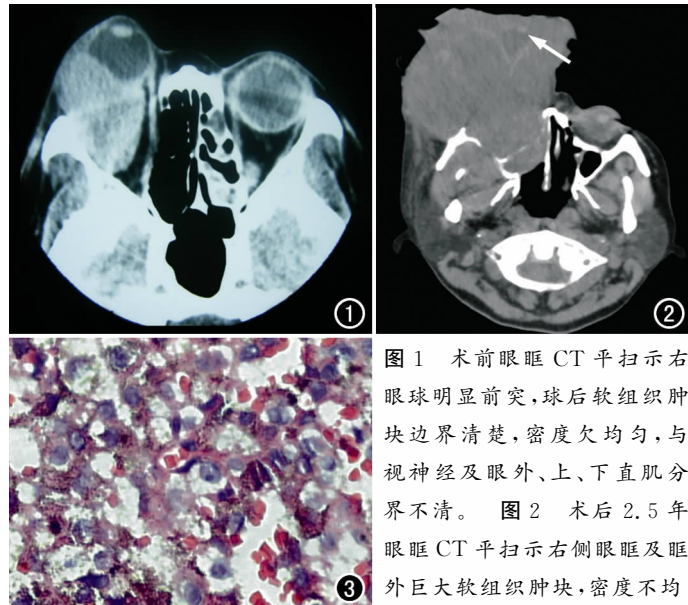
术前眼眶 CT 平扫示右眼球明显前突, 球后软组织肿块边界清楚, 密度欠均匀, 与视神经及眼外、上、下直肌分界不清。图 2 术后 2.5 年眼眶 CT 平扫示右侧眼眶及眶外巨大软组织肿块, 密度不均匀, 肿块前部可见呈扇形样眼球影, 并见晶体显示(箭)。
